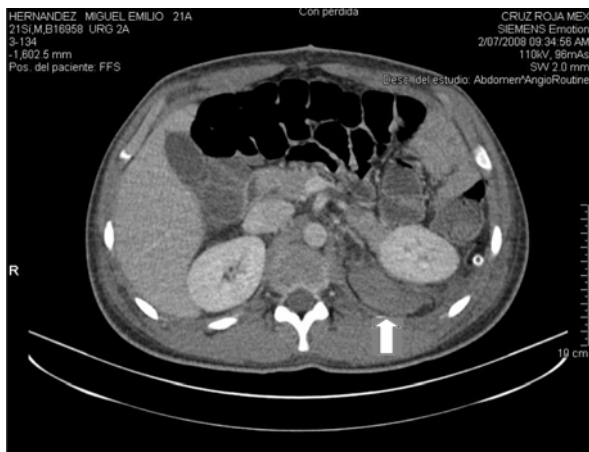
TC de abdomen con contraste IV que muestra hematoma perinéfrico izquierdo contenido.
